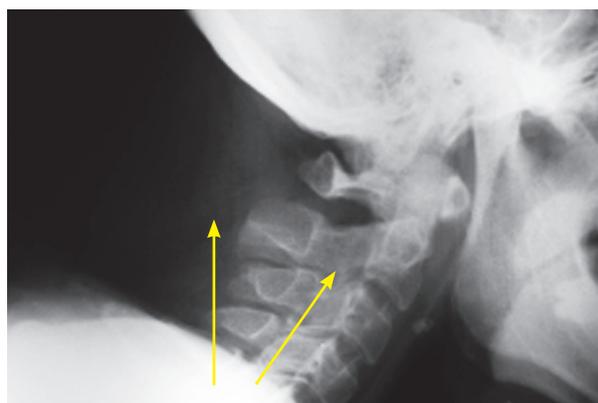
Radiografía anteroposterior y lateral de la columna cervical, en la que no se observan datos de lesiones óseas aparentes.
